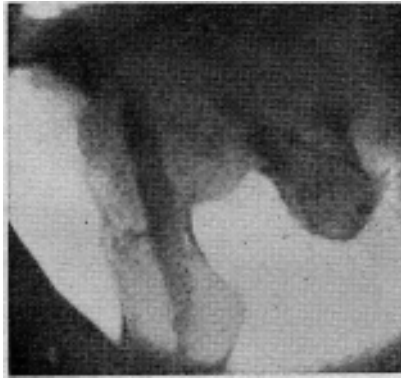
Ficha 16.970. A los 3 meses de la operación. Radiografía de perfil.
